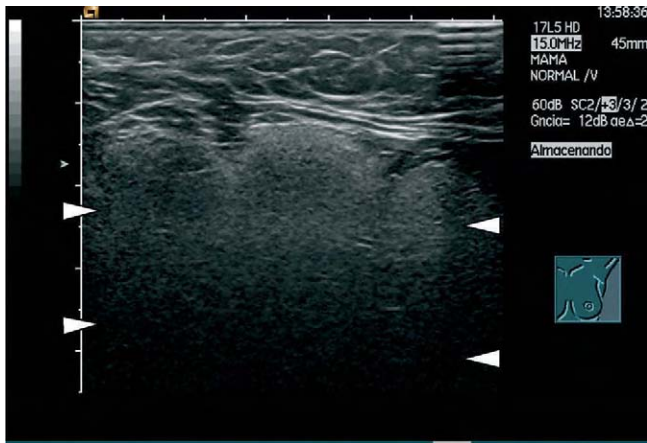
Ecografía axilar. Se repite la imagen hiperecogénica con reverberación posterior "tormenta de nieve" (puntas de flecha).
